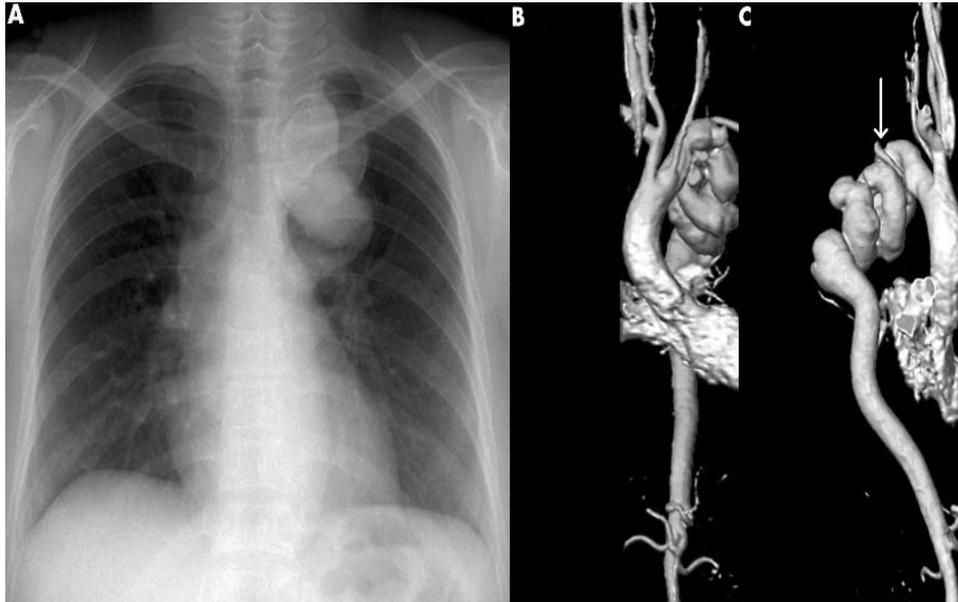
Pseudocoartación de aorta. A. Placa de tórax en proyección posteroanterior con imagen tubular, de apariencia vascular, radiopaca con bordes calcificados que llega incluso a la clavícula izquierda B. Imagen tomada de la cineangiorresonancia en proyección anteroposterior en donde se observa el "kinking" de la aorta. C. Proyección oblicua de la misma lesión. La flecha indica el origen de la subclavia izquierda a nivel más inferior.
